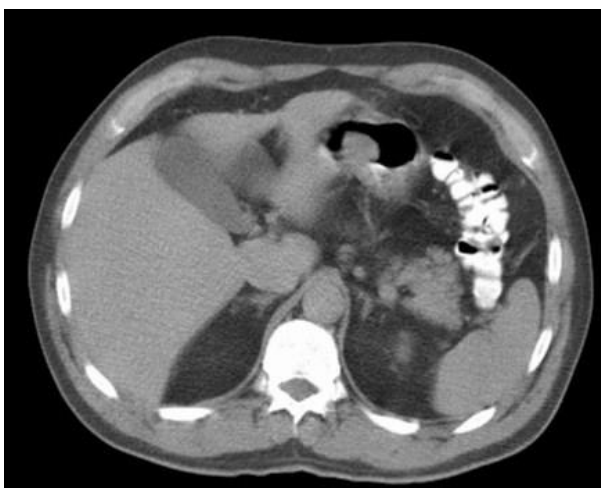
TAC de abdomen que objetiva (flecha amarilla), lesión tumoral que protruye hacia la luz gástrica a nivel del antro gástrico. Esquivel C y colab.⁽¹⁵⁾
